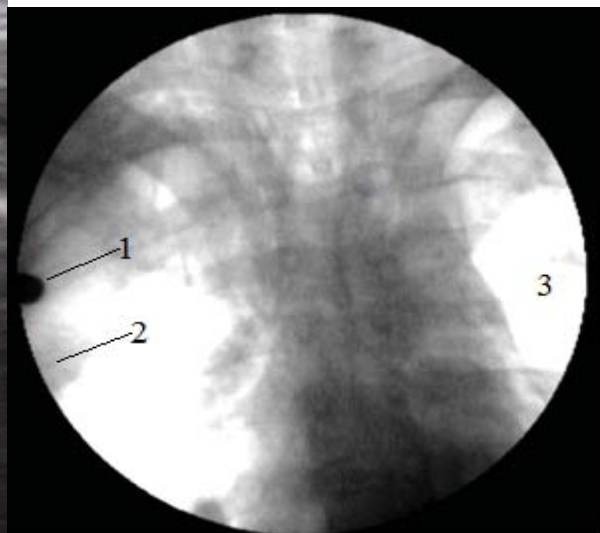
Оглядова рентгеноскопія
